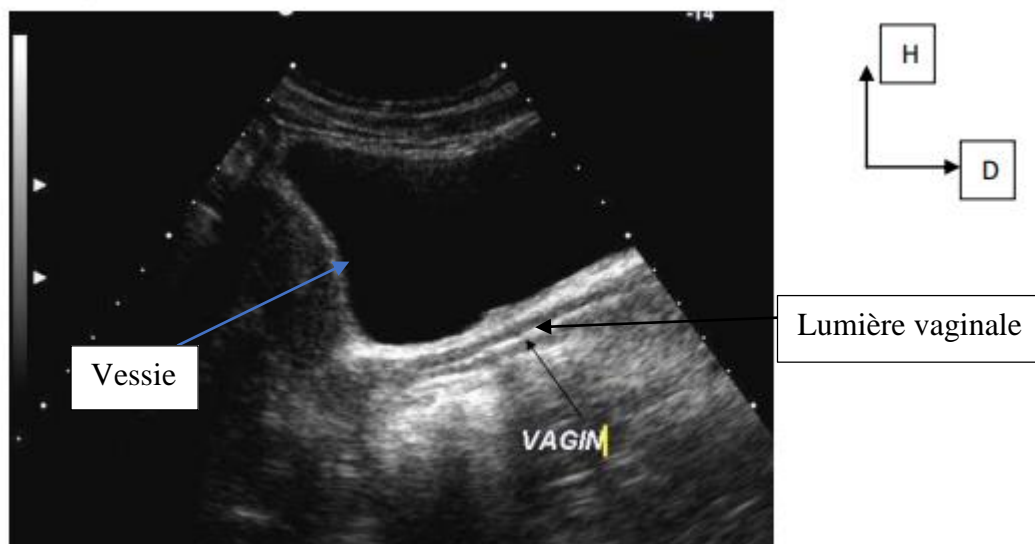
Image échographique montrant une image linéaire hyperéchogène sans cône d'ombre postérieur en arrière du plancher vésicale correspondant à la lumière du vagin. On note également de part et d'autre de la lumière du vagin deux images hypoéchogènes linéaires correspondant aux parois vaginales.[2]
